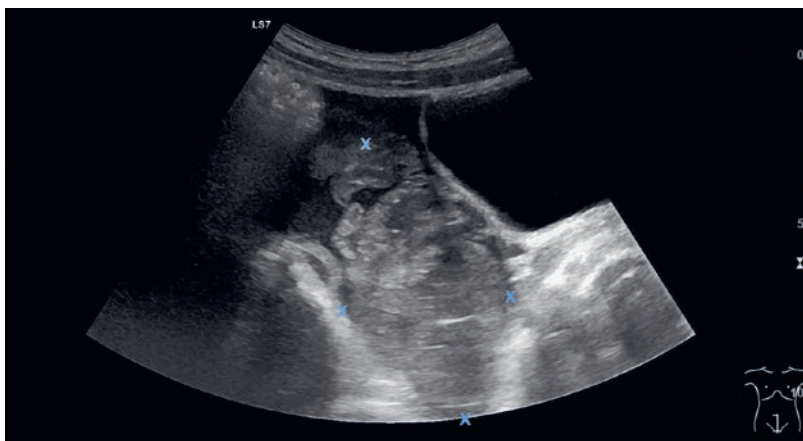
Échographie montrant une masse de tissus mous hétérogène mesurant 7 x 3 x 7 cm dans la partie inférieure droite de l'abdomen.
